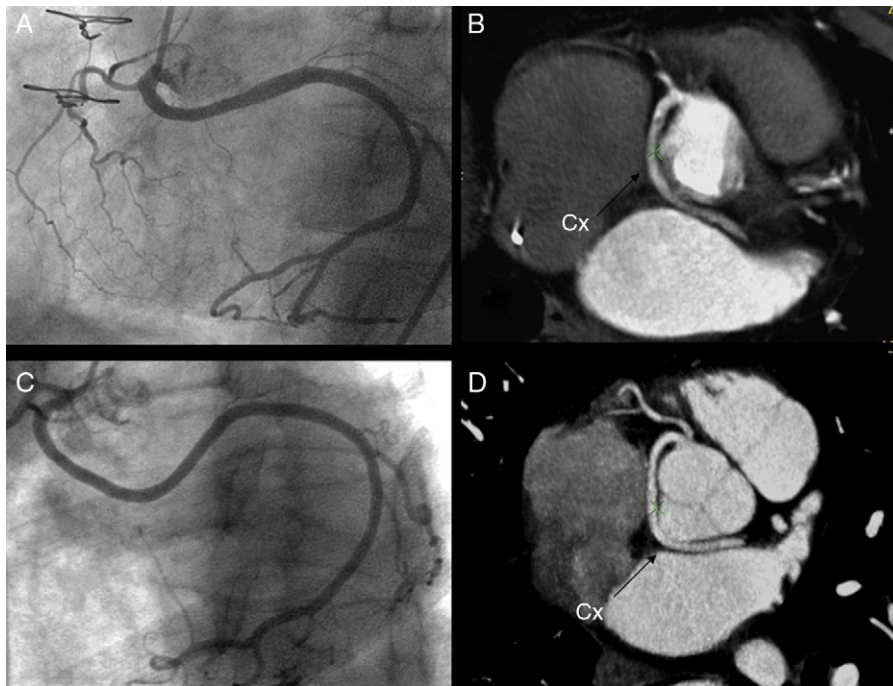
Coronariografía (A y C) y tomografía computarizada multicorte de 64 canales coronaria (B y D) que muestran el trayecto retroaórtico de la circunfleja entre la aurícula izquierda y la aorta en el padre (A y B) y en el hijo (C y D). Cx: circunfleja.
